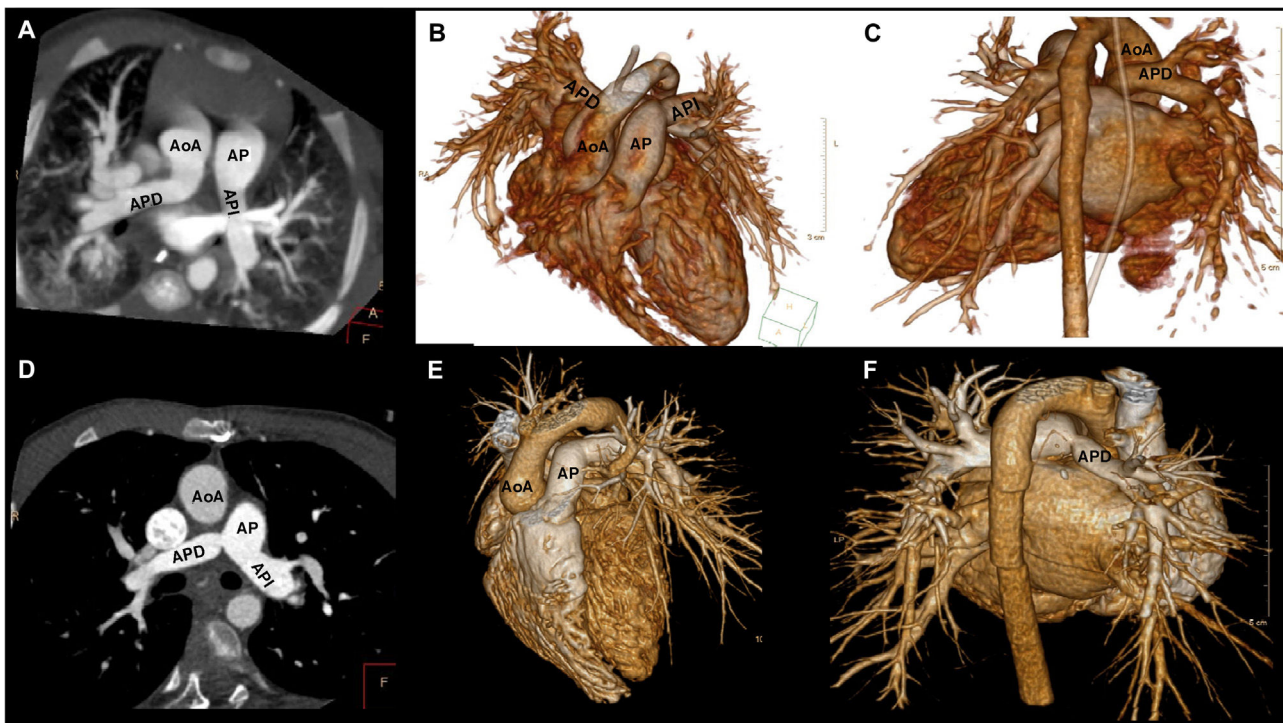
Imágenes de tomografía computarizada del caso 4. A) Arteria pulmonar izquierda (API) con origen en el tronco de la arteria pulmonar (AP). Arteria pulmonar derecha (APD) con origen en la aorta ascendente (AoA). B-C) Reconstrucciones tridimensionales. D-F) TC de control tras la intervención quirúrgica.
